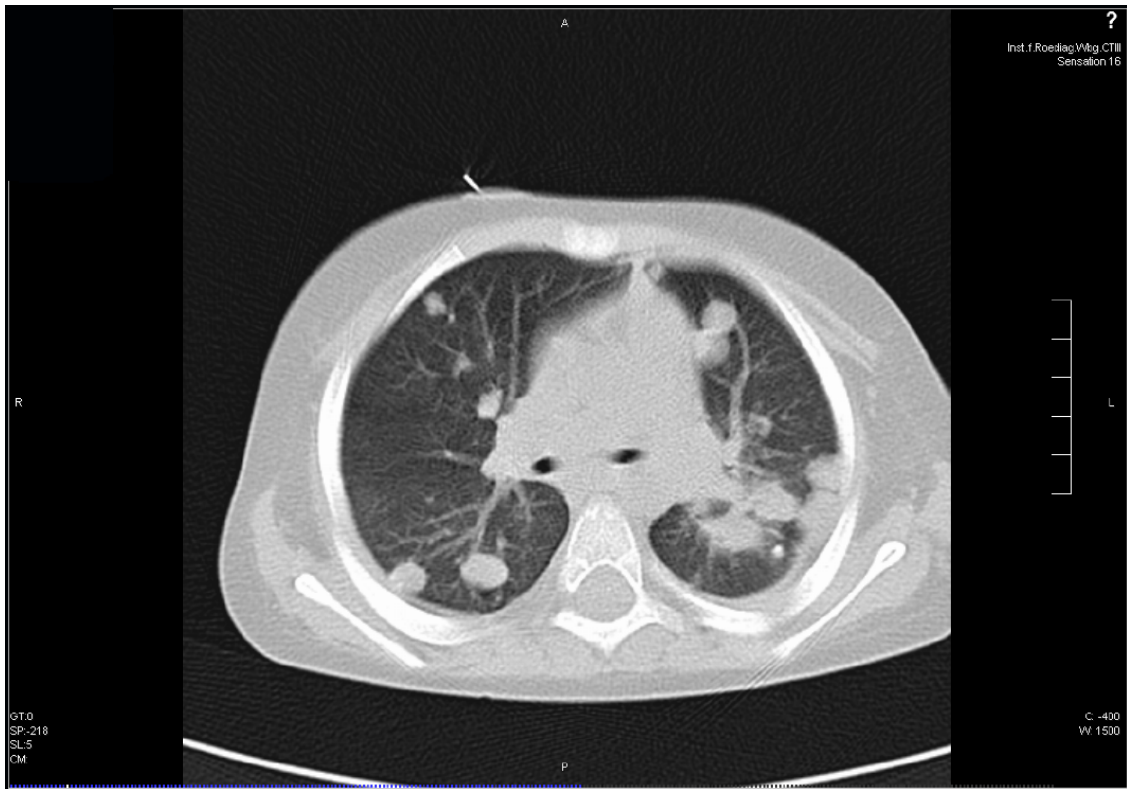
Typischer CT Thorax eines Kindes mit Invasiver pulmonaler Aspergillose. Zu sehen sind mehrere Raumforderungen - typische unspezifische Zeichen bei einer pädiatrischen IA. (Quelle: Institut für diagnostische und interventionelle Radiologie, Universitätsklinikum Würzburg.)
